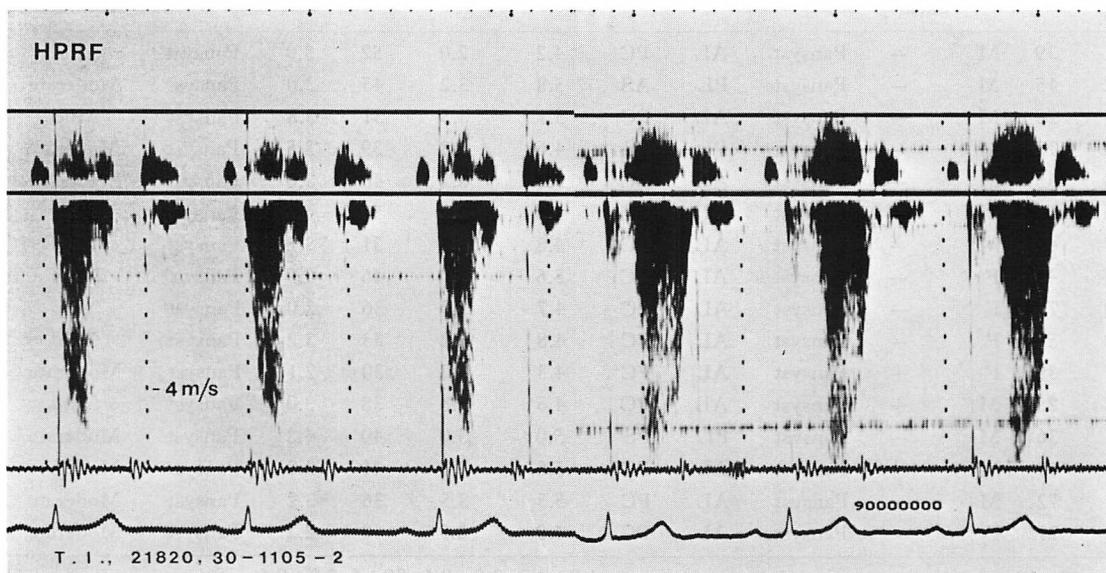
High pulse repetition frequency Doppler recordings of mitral regurgitation in a patient with mitral valve prolapse.
